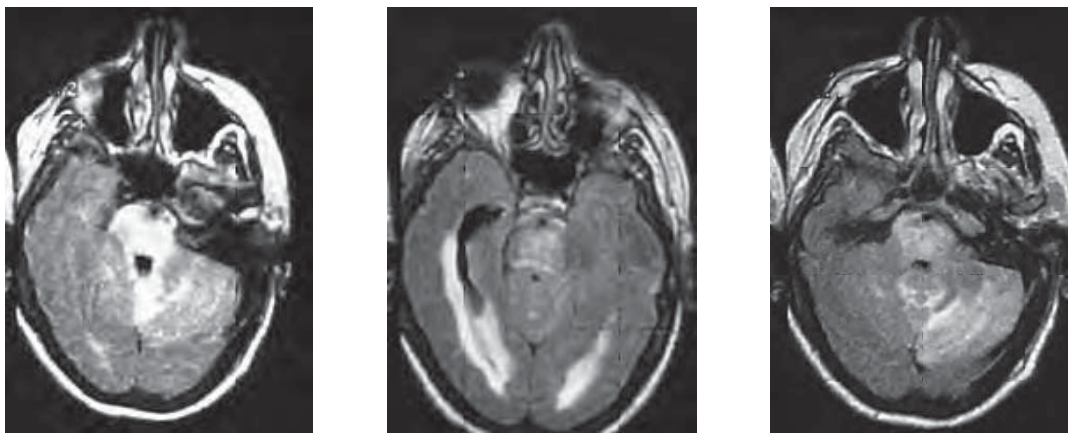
/1. Paciente con encefalopatía hipertensiva secundaria a patología renal. En la RMI secuencia FLAIR se observan áreas hiperintensas en el tronco encefálico, áreas periventriculares y fosa posterior. No se observó refuerzo con la administración de gadolinio. Recuperación *ad-integrum*.
